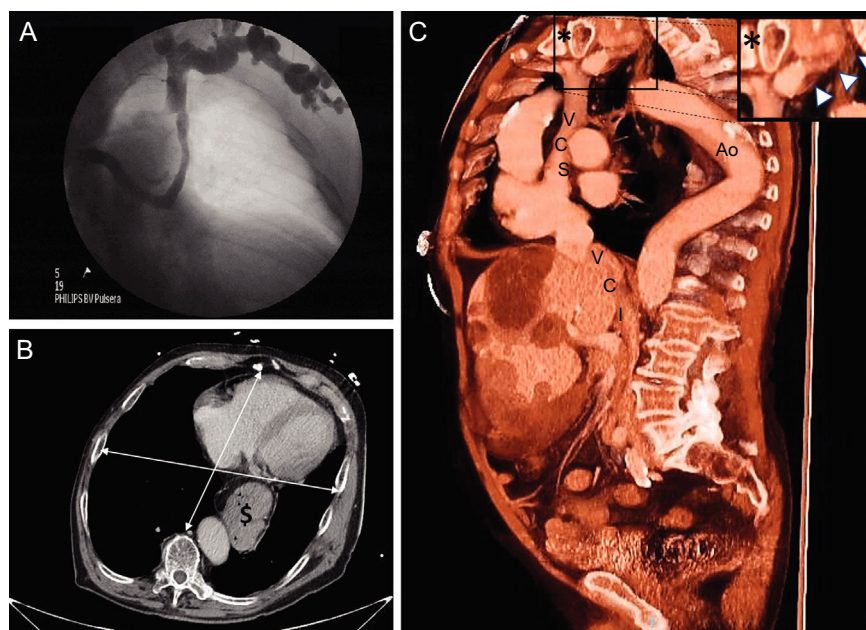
A: venografía anteroposterior de la subclavia izquierda con trayecto tortuoso hasta la vena cava superior. B: corte trasversal de TC torácica; deformidad en tonel que origina una gran separación del corazón respecto a la aorta descendente; el diámetro lateral/anteroposterior era 1,3 (normal 2,5); se observa hernia de hiato diafragmático (\$). C: corte sagital de angio-TC toracoabdominal que muestra la distorsión vascular; en la imagen ampliada de la zona de interés (asterisco), disposición en sifón de la vena subclavia izquierda (puntas de flecha). Ao: arteria aorta; TC: tomografía computarizada; VCI: vena cava inferior; VCS: vena cava superior.
